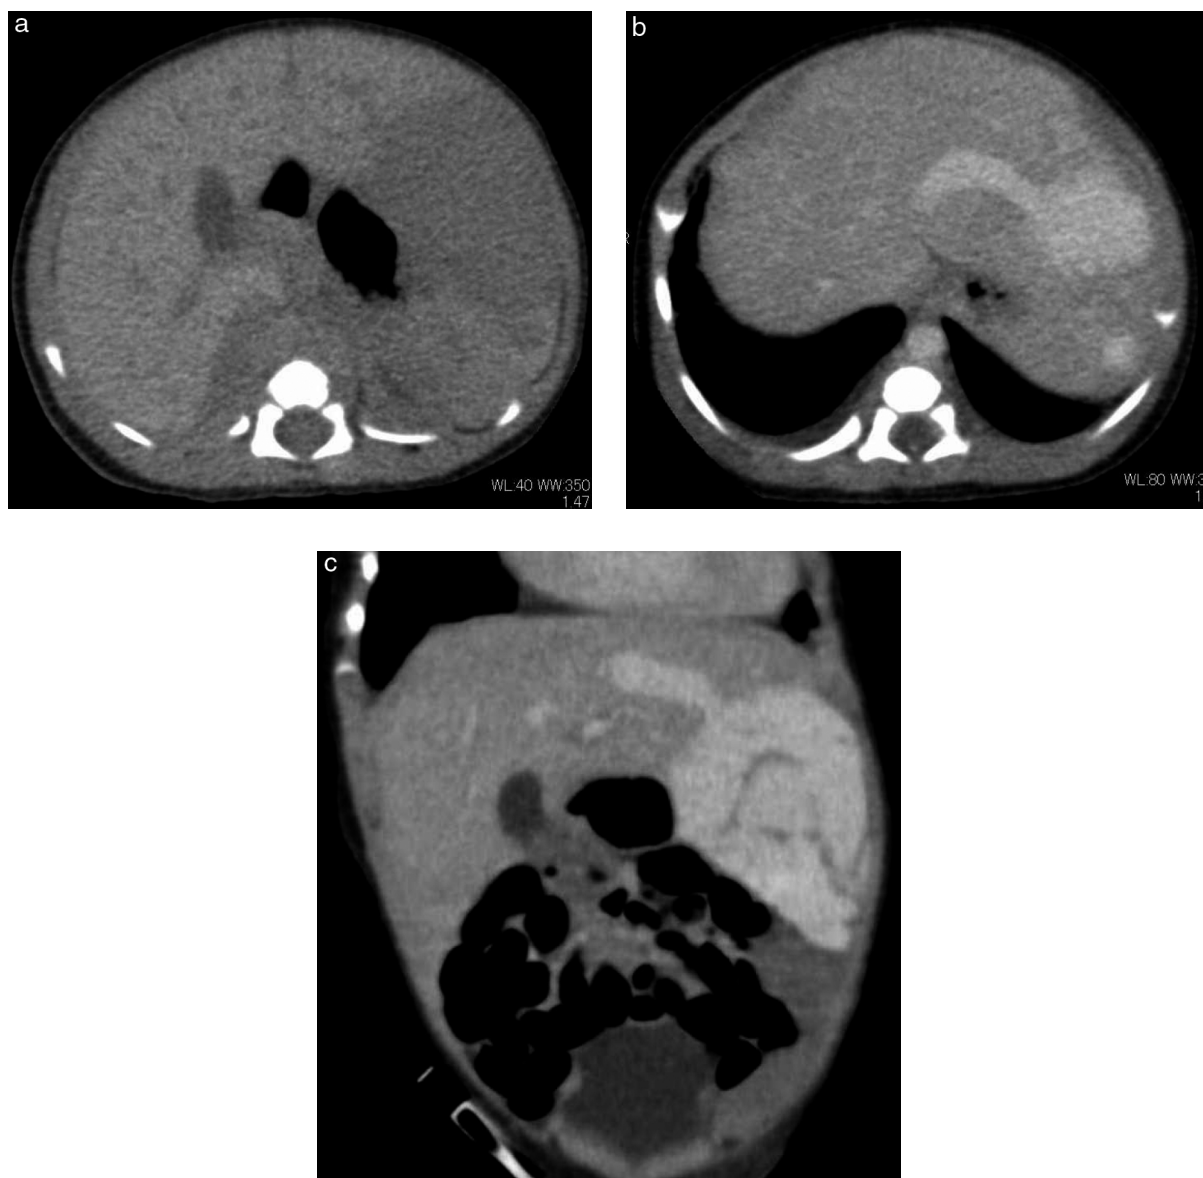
a: 単純 CT, b: 造影 CT, c: 造影 CT 冠状断像
